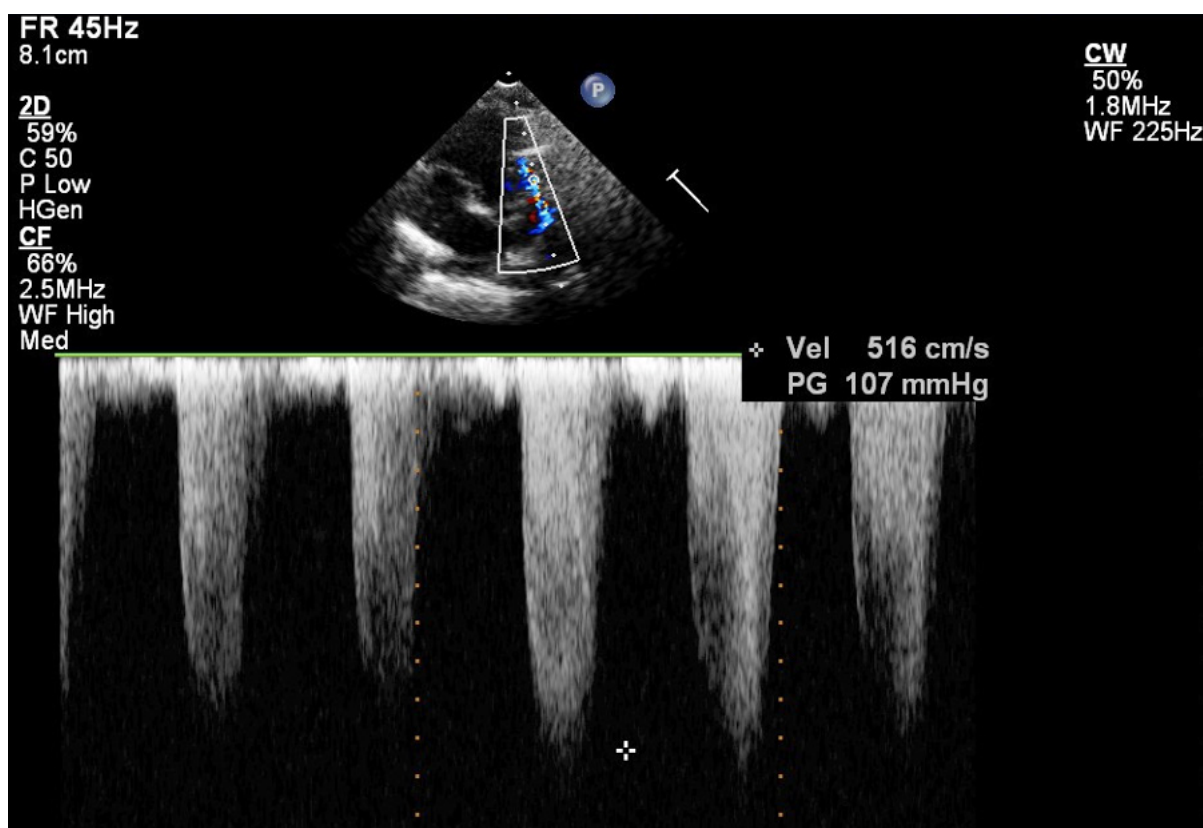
Эхокардиография и цветное доплеровское сканирование. Отмечается выраженный подклапанный и клапанный стеноз между правым желудочком и легочной артерии 107 мм рт.ст.
